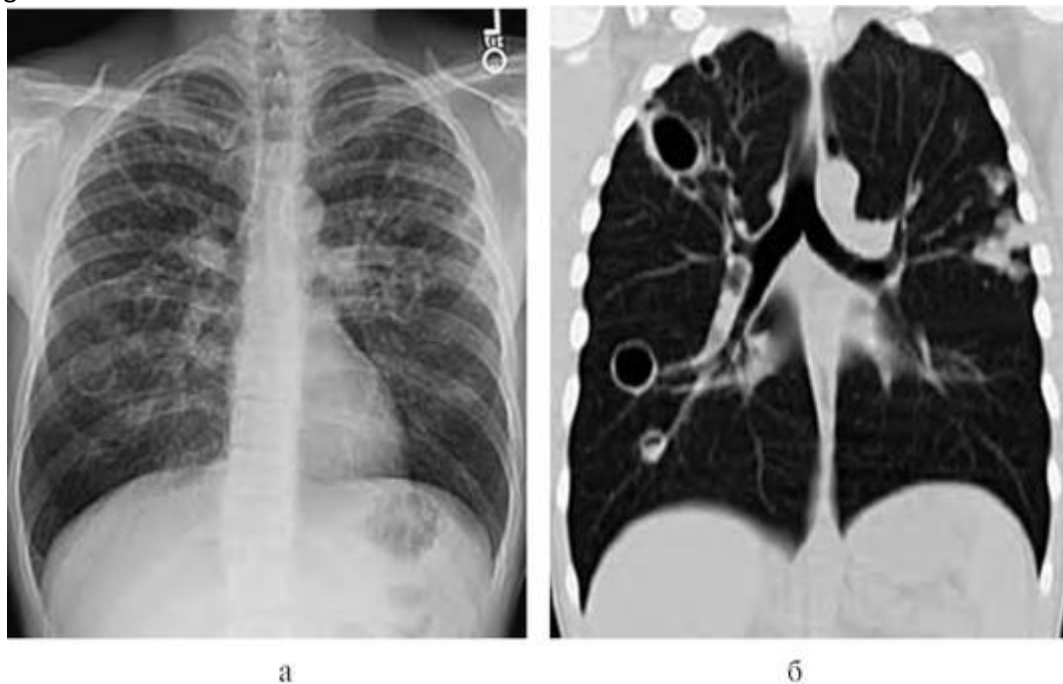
Рентгенография (а) и томография (б) легких при длительном рецидивирующем течении пневмоцистной пневмонии: формирование диффузно расположенных полостей справа, участок консолидации в верхней левой доле
